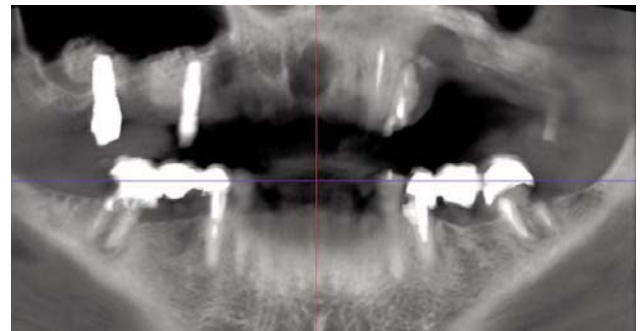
Конусно-лучевая компьютерная томография пациента У. до начала операции.
